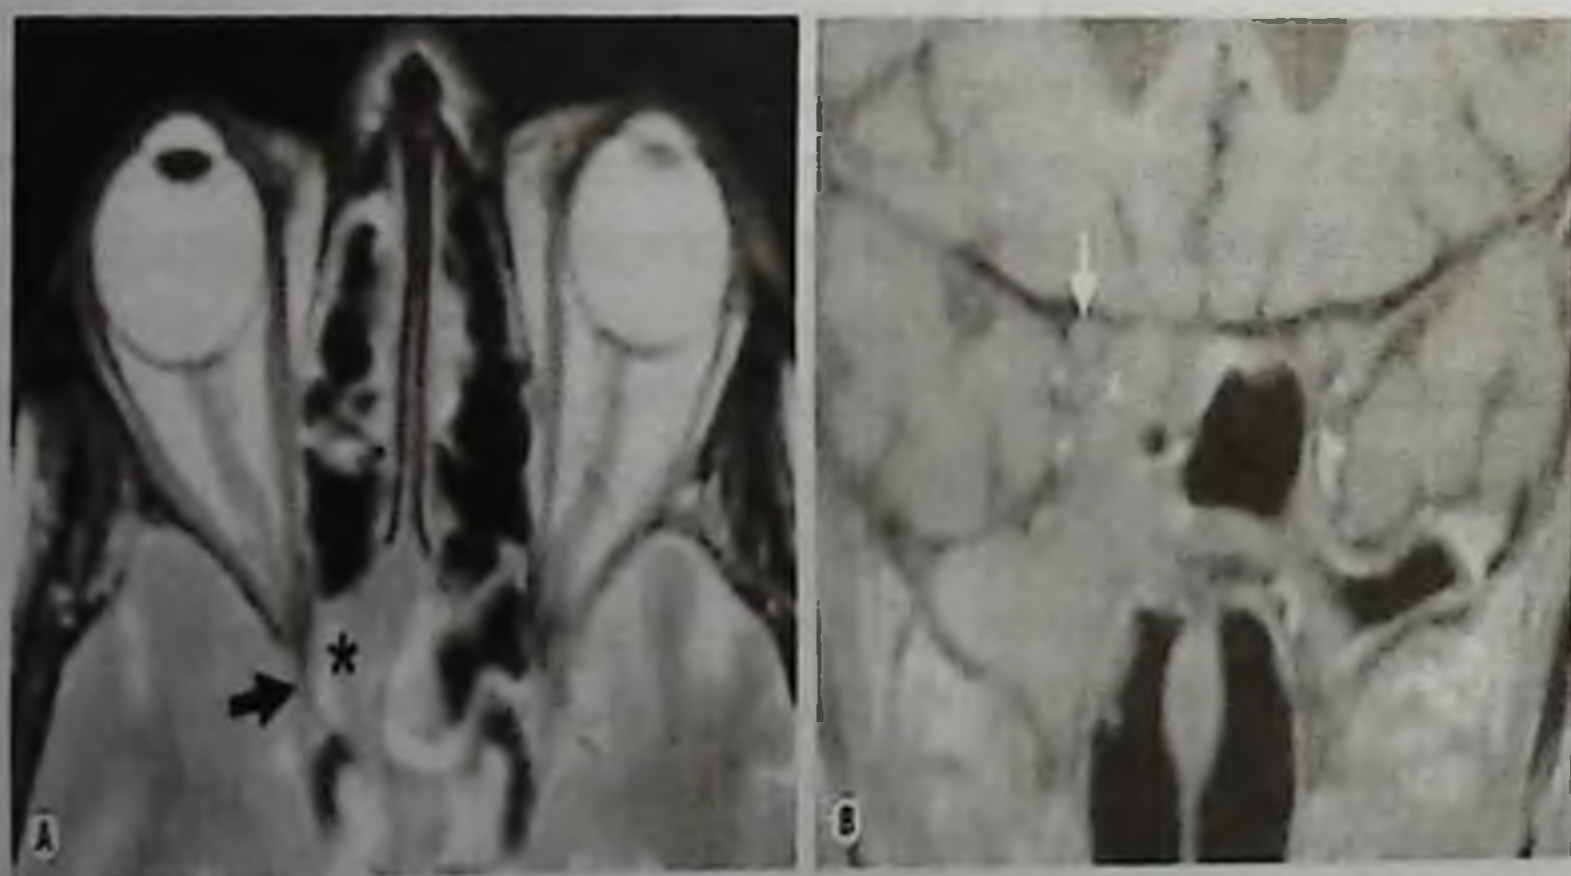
На данном рисунке представлена МРТ картина в режиме Т2 слева этмоидит и синусит (указана звездочкой), достигающий до оптического канала (указаан стрелкой), справа на коронарном срезе МРТ оптический нерв (указана стрелкой) виден рядом с инфицированной и воспаленной областью (указана звездочкой).
